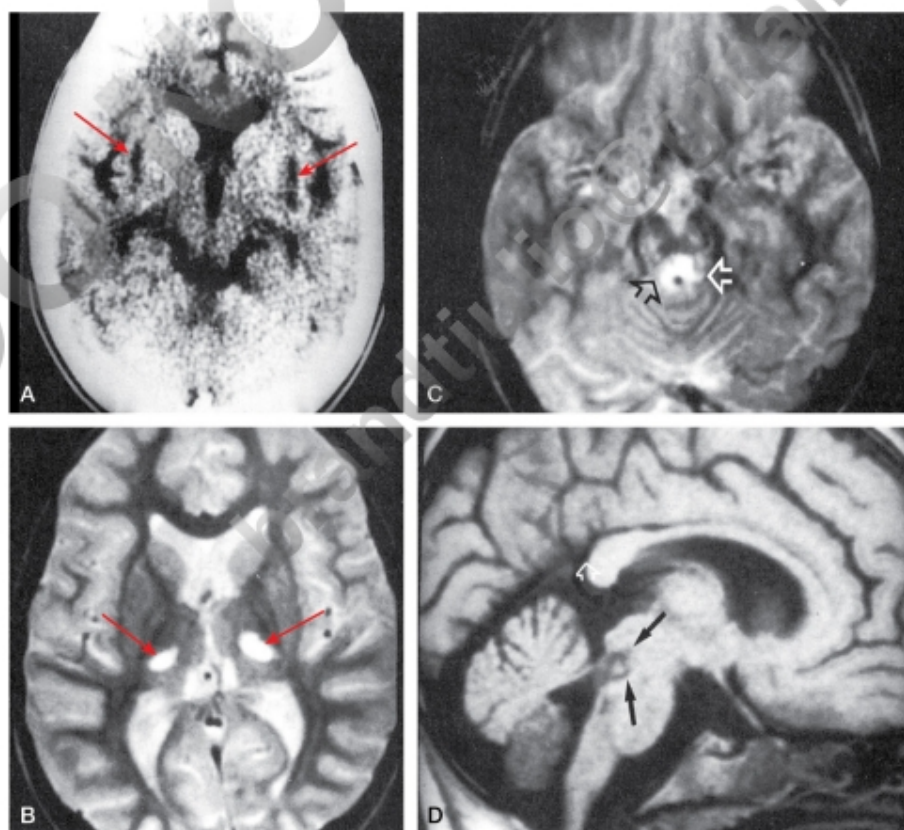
Enfermedad de Leigh familiar. A. TC. Lesiones hipodensas en los ganglios basales. B-D. RM. Lesiones talámicas y del tegmento mesencefálico.
